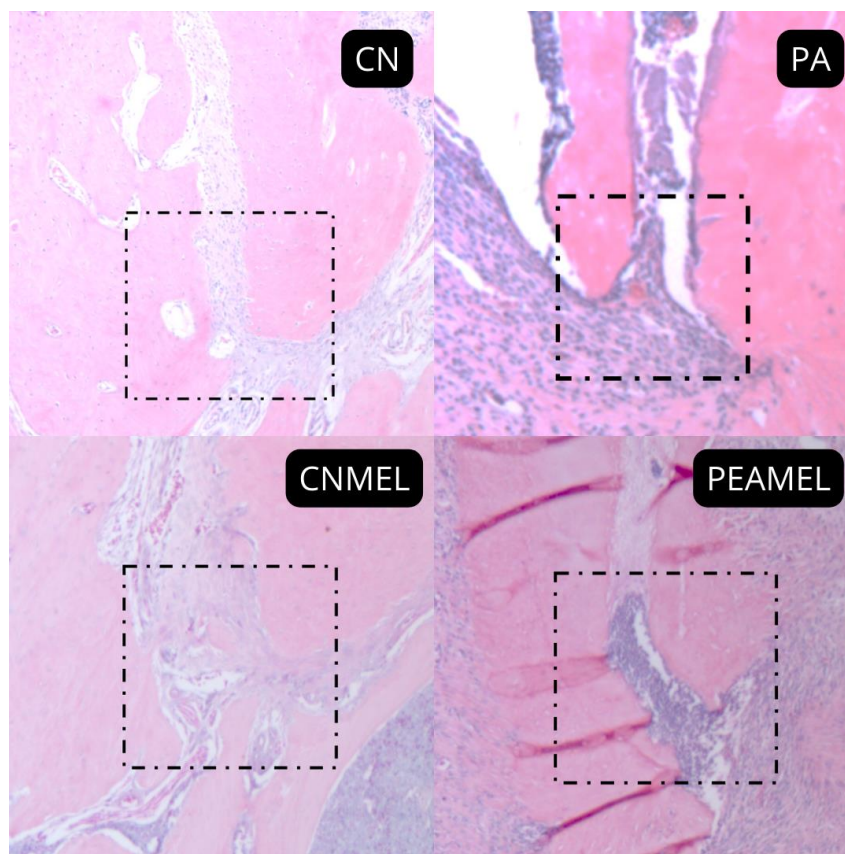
Análise histológica da região periapical após 60 dias de exposição pulpar. Os grupos CN e CNMEL apresentaram região periapical livre de infiltrado inflamatório; o grupo AP e APMEL apresentou infiltrado inflamatório moderado ao redor do ápice, ruptura do ligamento periodontal e área de reabsorção óssea. Aumento de 400x.
